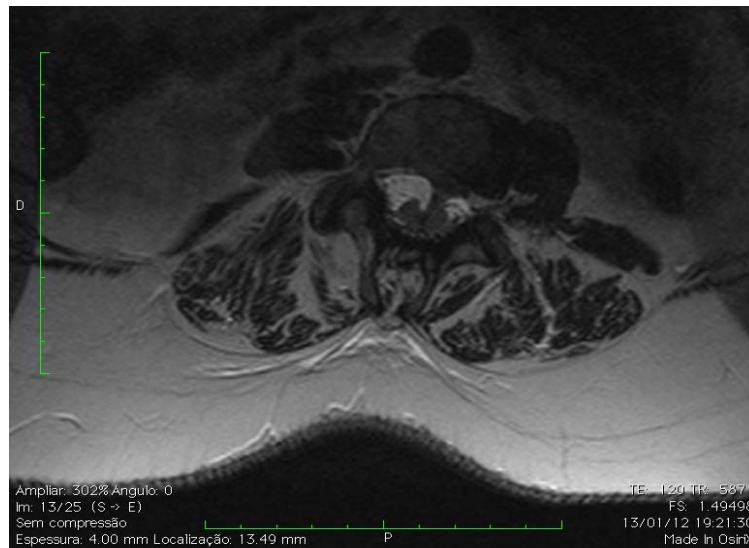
Corte axial de ressonância magnética ponderada em T2 evidenciando septo ósseo e consequente divisão medular a nível de L3.
